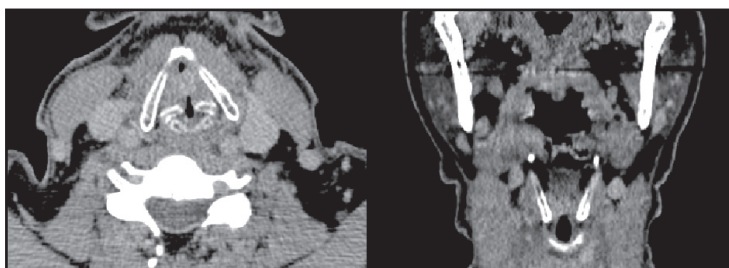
TAC cuello con contraste, se identifica lesión de partes blandas que realiza heterogéneamente con contraste, que mide aprox. 1,6 x 0,5 cm. Que emerge de 1/3 anterior de cuerda vocal izquierda y obstruye parcialmente lumen glótico.
